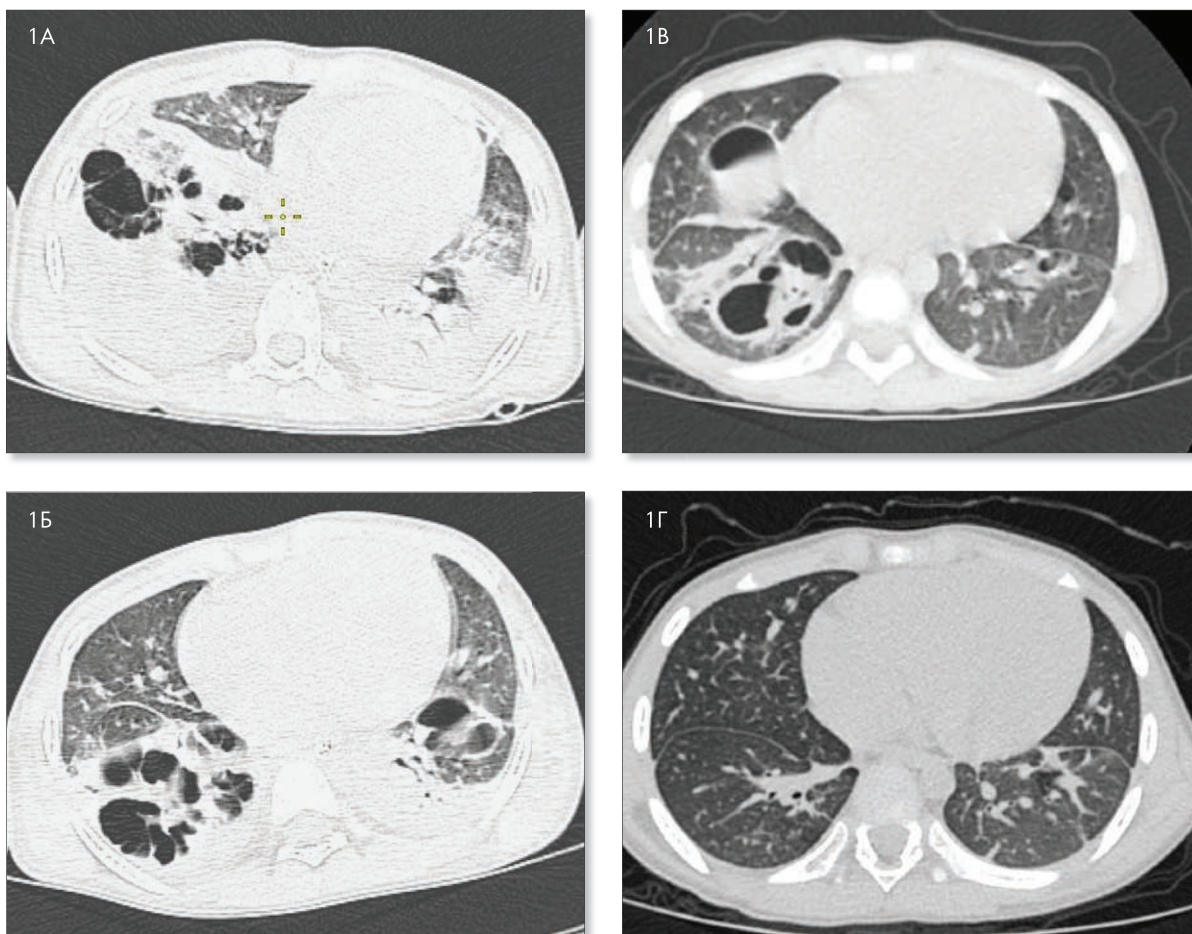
КТ ОГК в динамике
